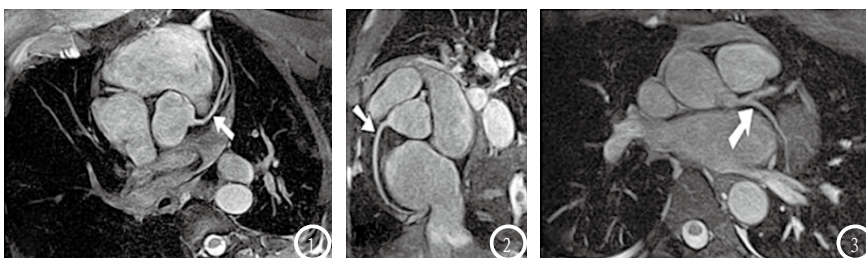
呼吸门控的SSEP冠状动脉MRI图像, 从左至右依次显示左冠状动脉前降支、右冠状动脉及左冠状动脉动脉旋支, 每支血管扫描接近5min。
